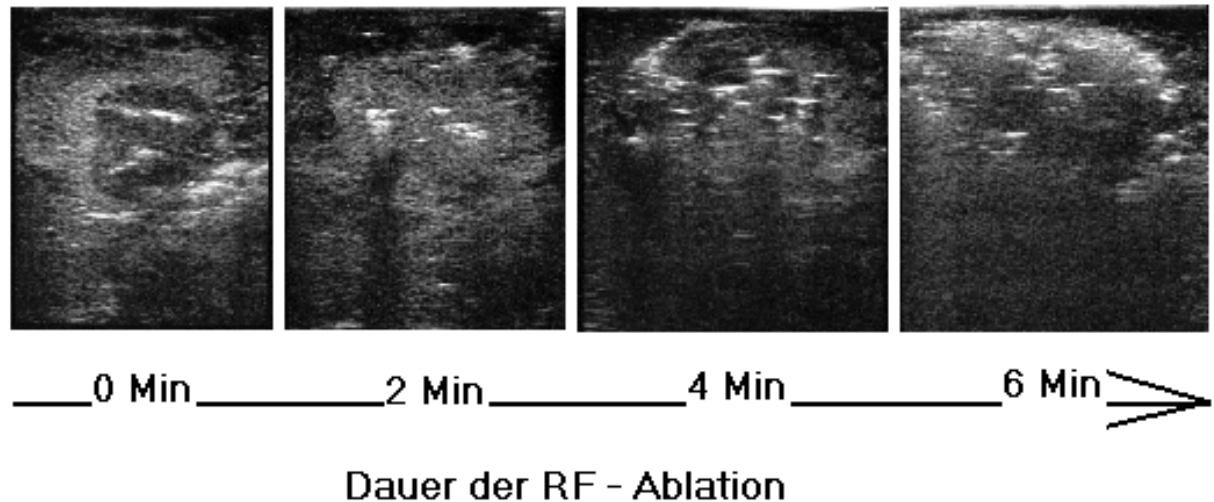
sonographische Überwachung der RFA einer Lebermetastase über die Zeit
